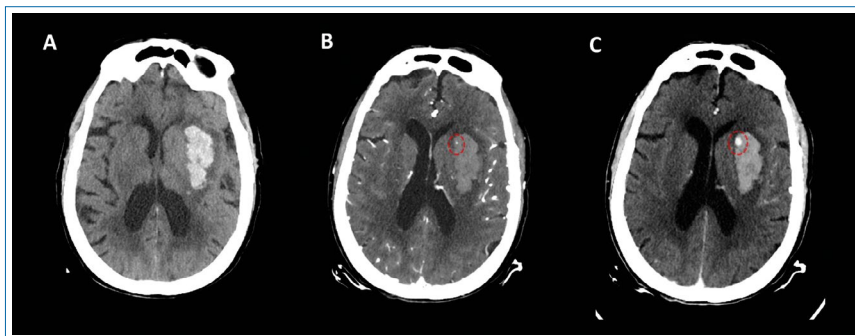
Estudio de TC que muestra en TC sin contraste hemorragia en ganglios basales izquierdos (A), con presencia de punto hiperdenso en estudio con contraste, señalado por elipse roja (B), con mayor hiperdensidad y volumen en estudio de TC más tardío (C).
